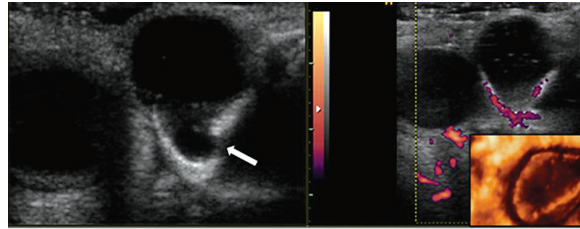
Lesão anecoide localizada no epicanto medial, apresentando umbilicação posterior. (seta) Não se observa vascularização anômala ao Doppler de energia. Note inferiormente a esquerda, aspecto tridimensional da lesão.
